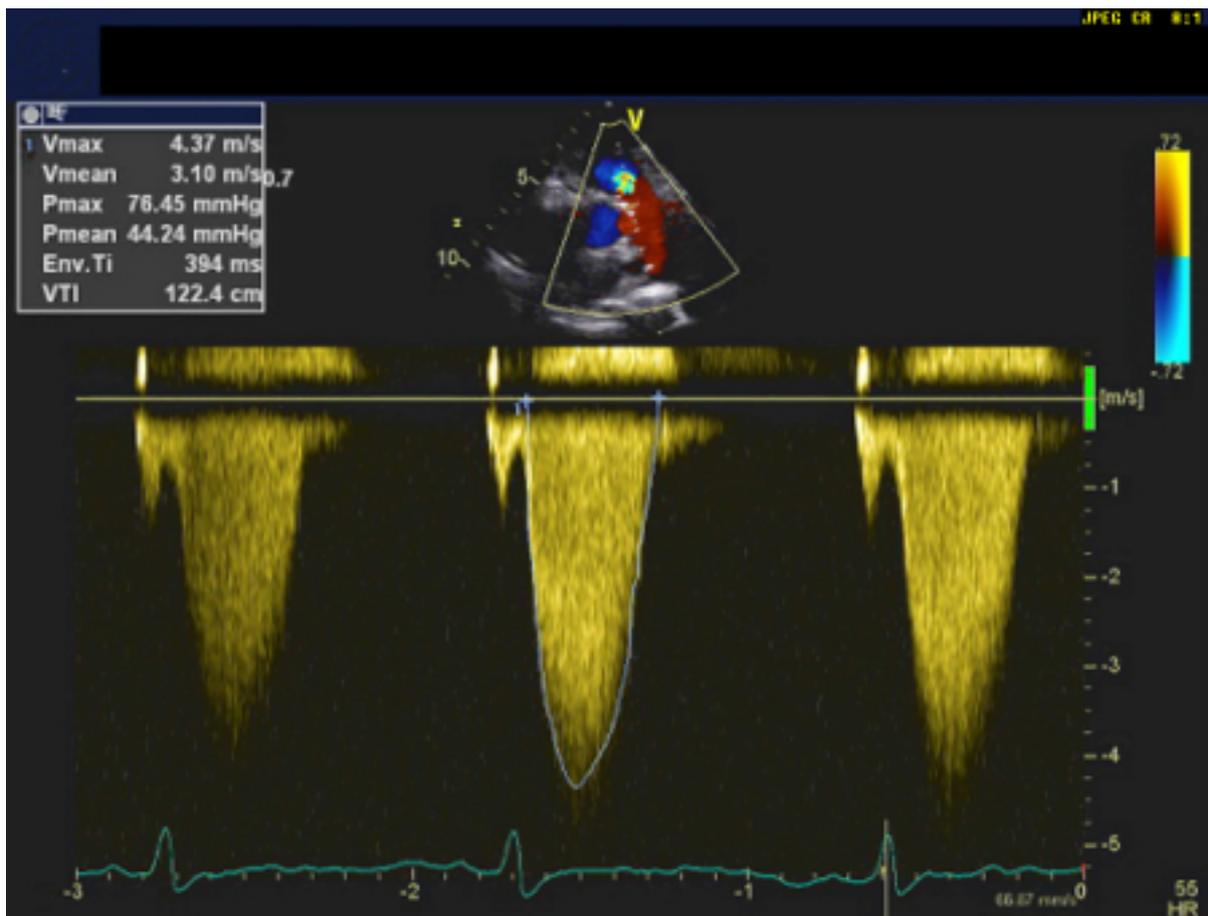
Doppler de onda contínua que demonstra estenose pulmonar grave na ecocardiografia transtorácica
